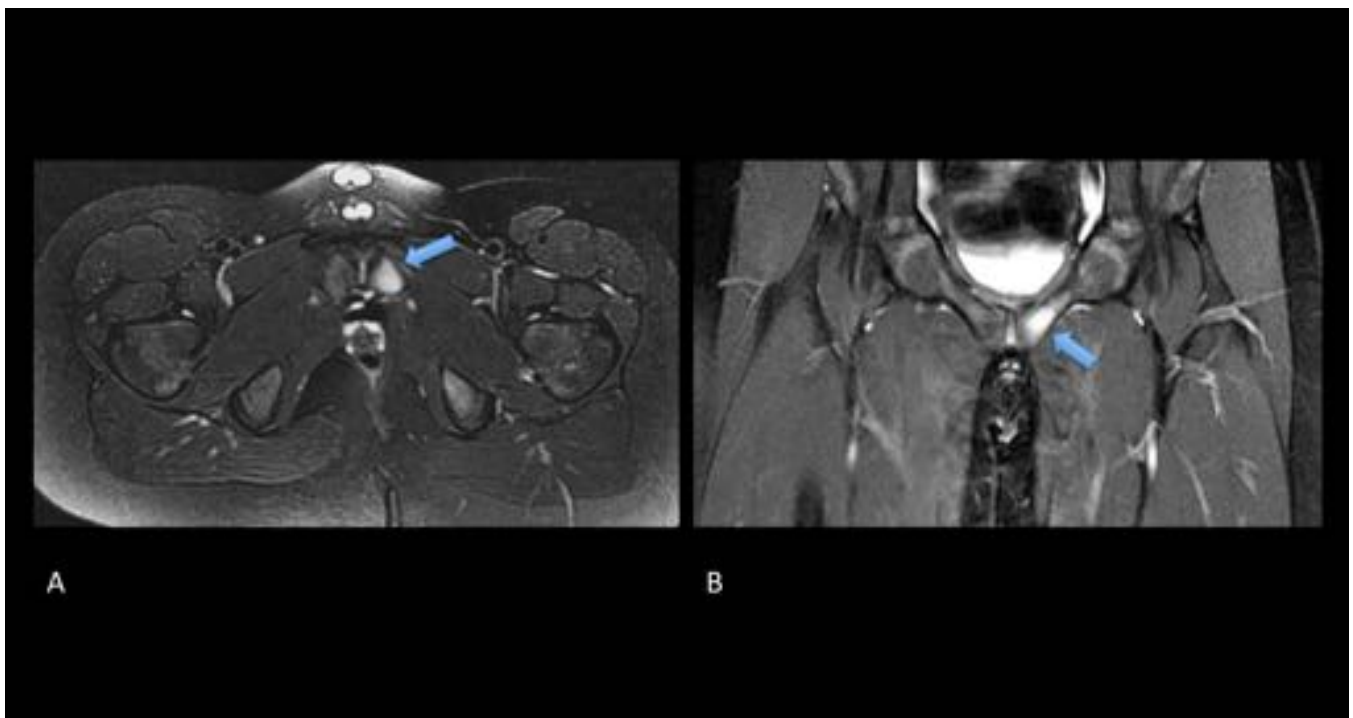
Respuesta de stress en rama isquiopubiana izda. Varón de 9 años que practica fútbol como deporte habitual y consulta por bulto no doloroso en muslo izdo, sin antecedente traumático. Ecografía normal. A y B. Imágenes axial y coronal en DP FS: No se evidencia ninguna masa pero sí una zona de edema óseo en tercio anterior de rama isquiopubiana izda (flecha azul) probablemente en relación con sobrecarga.
